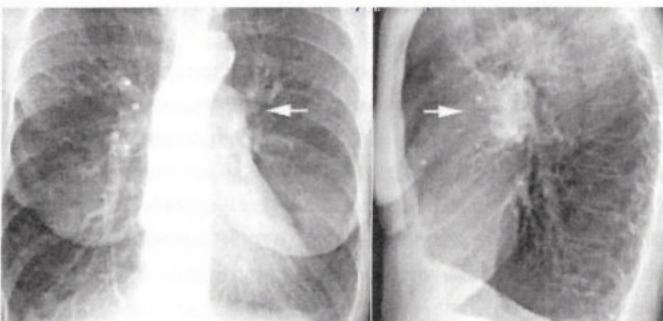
Хроническая пневмония (рентгенограмма в прямой и боковой проекции).
